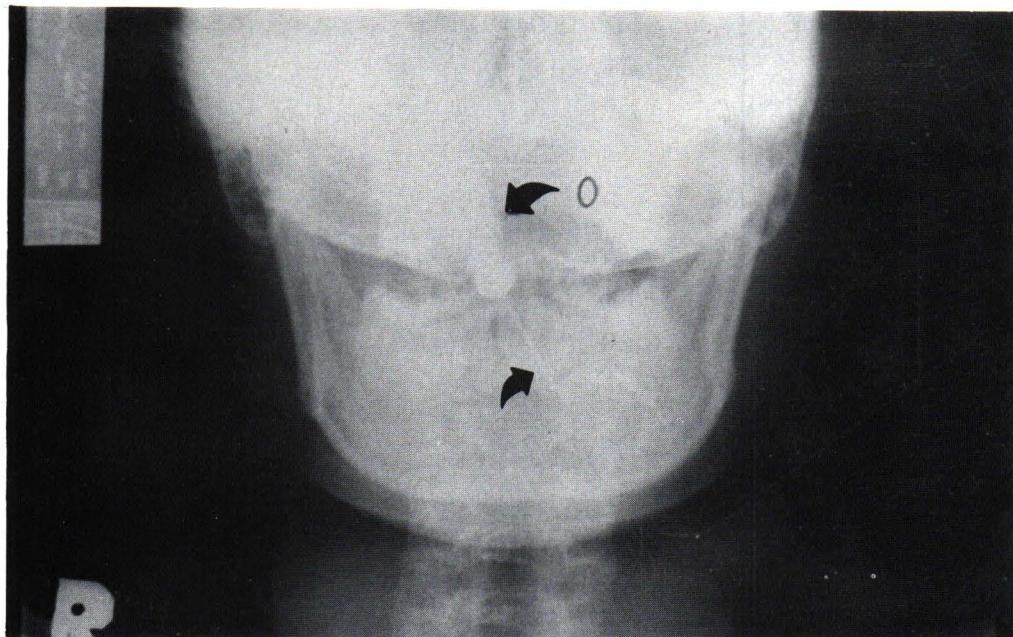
Sialogram of the submandibular gland of frontal and lateral projection. The contrast was administered via the conventional short needle which connected directly with the syringe. The radiologist's hand was exposed in the 8 × 10 inches radiographic field (Arrows indicate the position of the needle and the contrast filled syringe).
